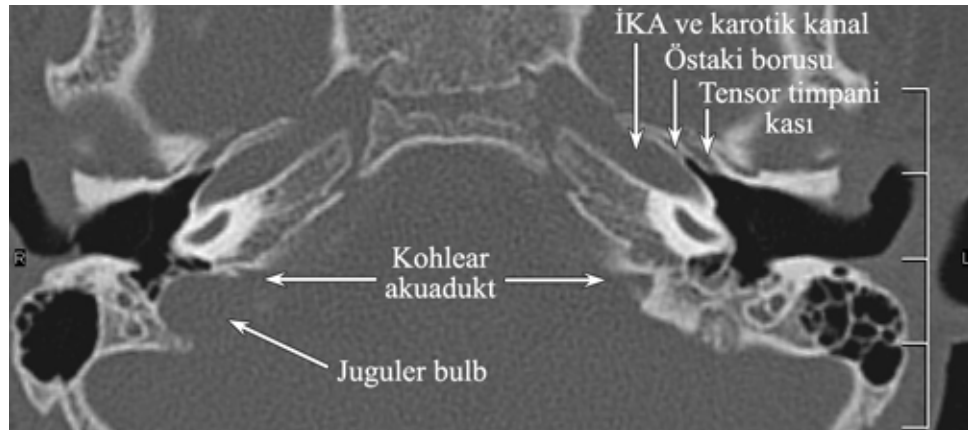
Temporal kemiğin yuvarlak pencere düzeyinden geçen aksiyel BT kesiti.
